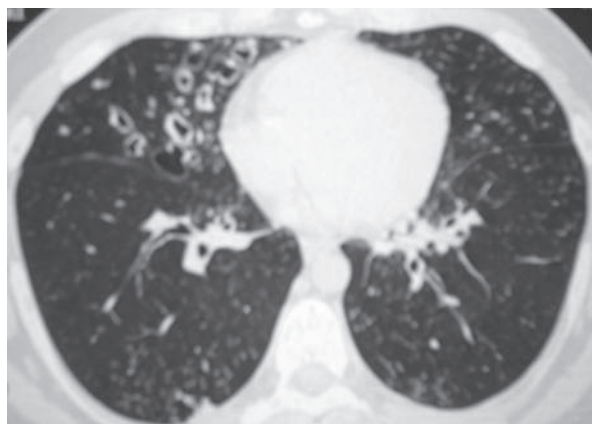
Tomografia computadorizada de tórax mostrando bronquiectasias em lobo médio e em língua, além de discreto infiltrado em lobo inferior direito.
